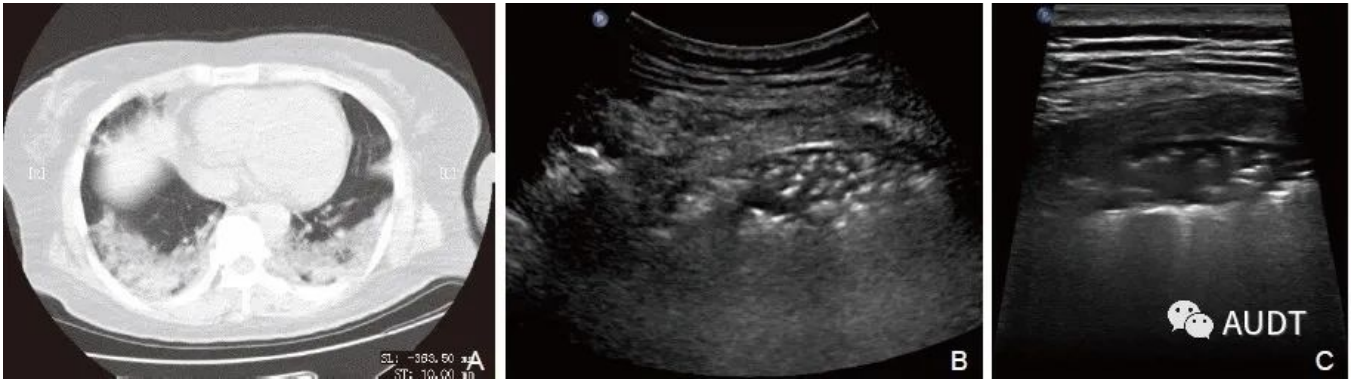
COVID-19重症期影像表现。A：COVID-19患者，女，42岁，发热13天，体温最高38.5℃，CT显示病灶分布肺区广，双后侧肺野均可见大片状低回声实变影，内可见细支气管充气征；B和C：超声显示低回声的肺实变区，后伴融合B线。
